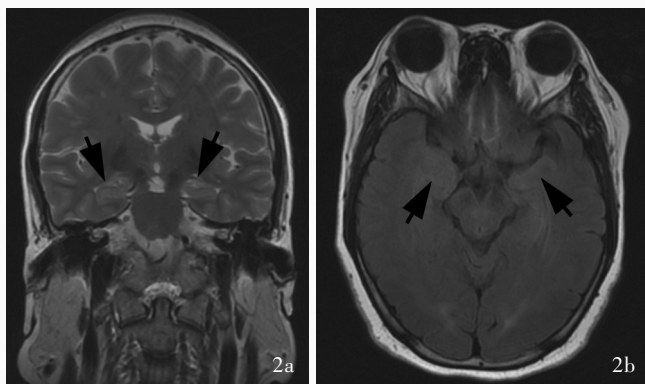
1 例抗 LG11 抗体相关脑炎患者头部 MRI 检查所见 2a 冠状位 T<sub>2</sub>WI 显示双侧海马异常高信号(箭头所示) 2b 横断面 FLAIR 成像显示双侧海马异常高信号(箭头所示)
